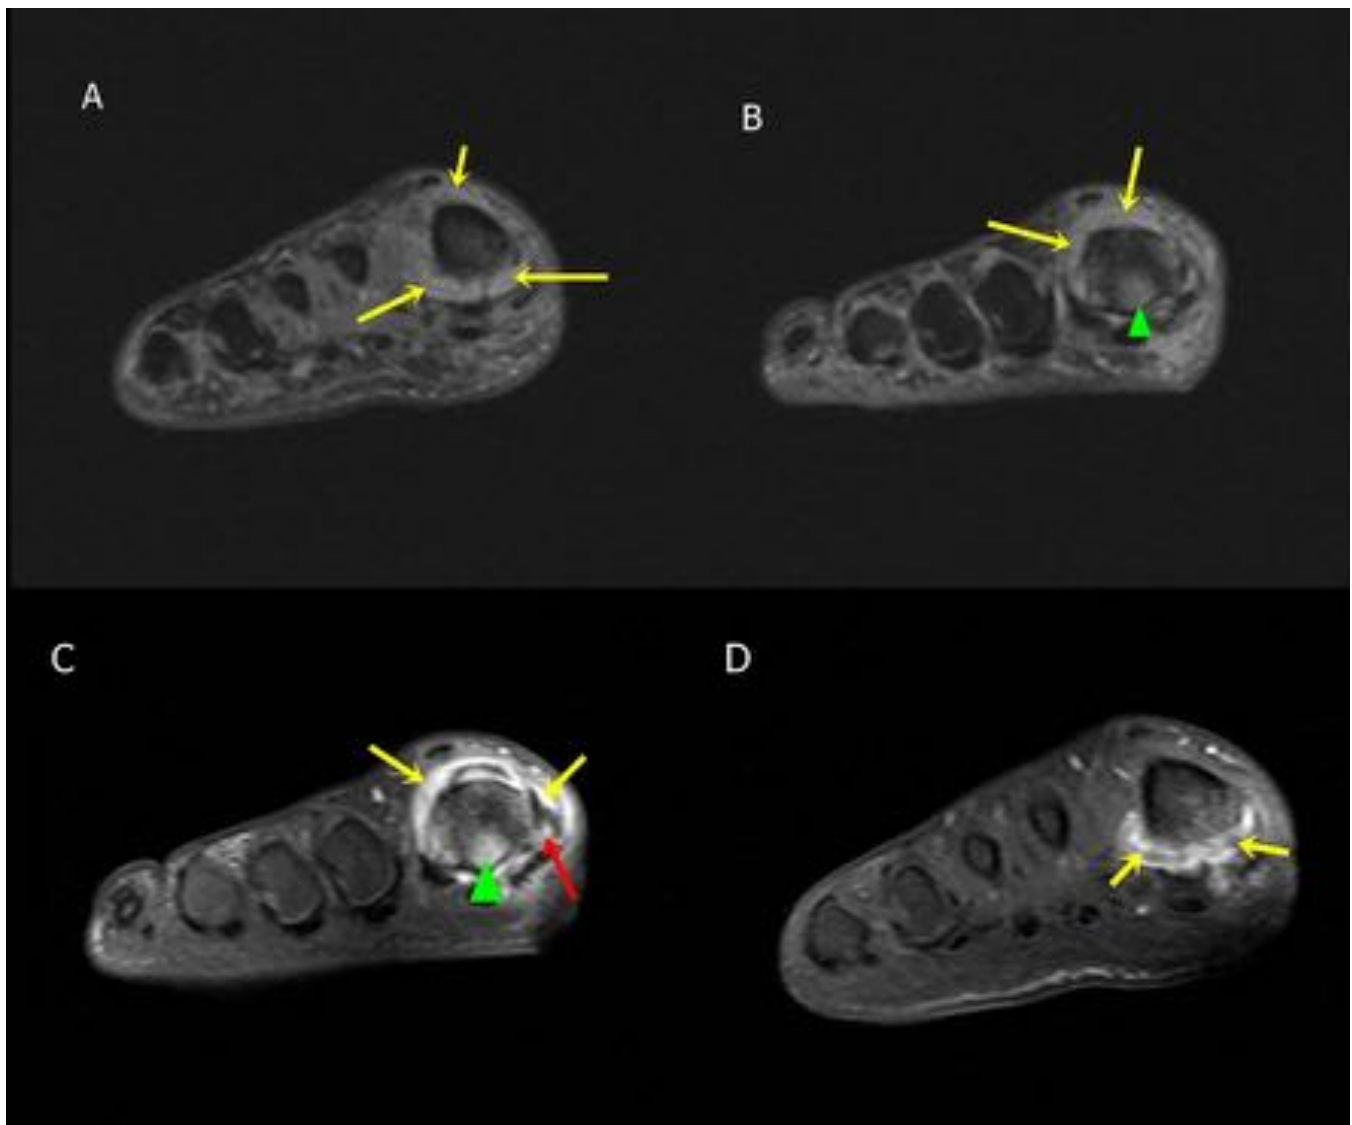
RM ANTEPIE CON CIV.Secuencias axiales STIR[AyB] y T1+Gd[CyD].Distensión y derrame articular de la articulación MTF del primer dedo[Flechas amarillas],con alteración de la intensidad de señal difusa en la cabeza del primer metatarsiano[cabeza de flecha].Con administración de contraste se objetiva captación capsulo-sinovial así como de la cabeza del primer metatarsiano y muscular del flexor corto del dedo gordo[Flecha roja]. En relación con artritis séptica,osteomielitis y miositis secundaria.
